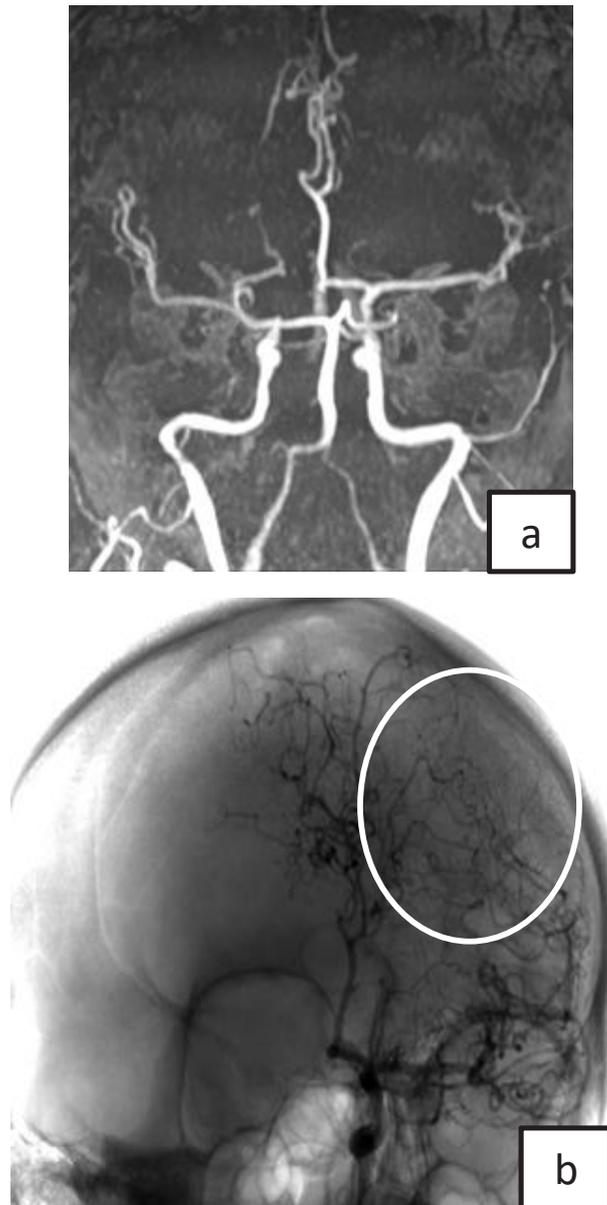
A) Angioresonancia: irregularidad y disminución del calibre de todos los segmentos de la ACM de ambos lados, además disminución del número de los vasos distales. B) Angiografía digital: arrosamiento de los vasos distales.
